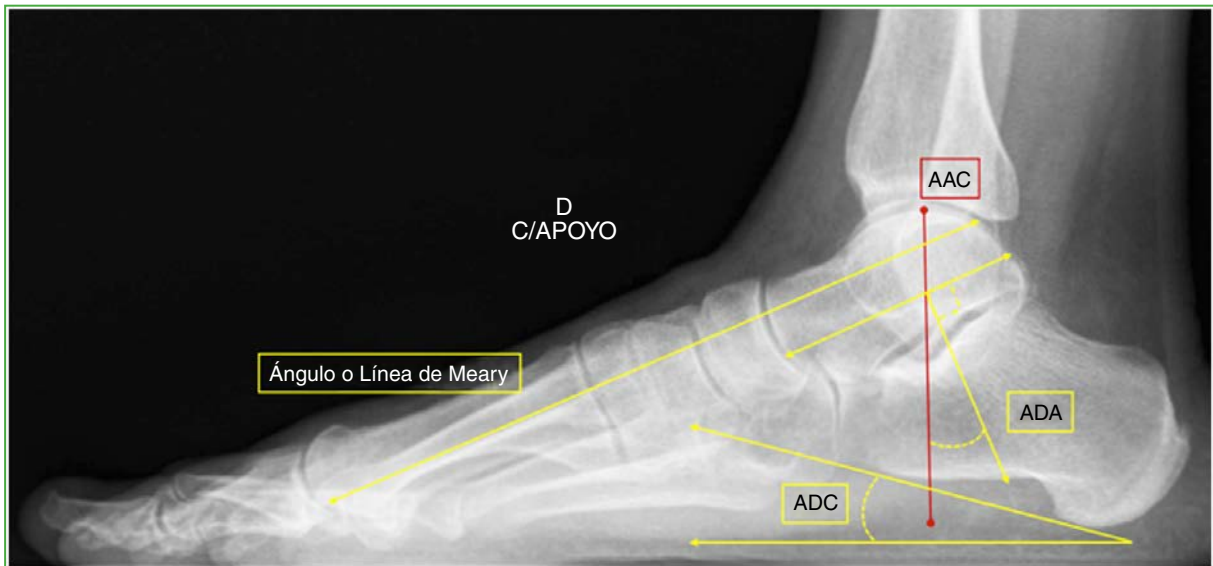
Mediciones en una radiografía de perfil con carga, de un pie sano. AAC = altura astrágalo-calcánea; ADA = ángulo de declinación del astrágalo; ADC = ángulo de declinación del calcáneo.
